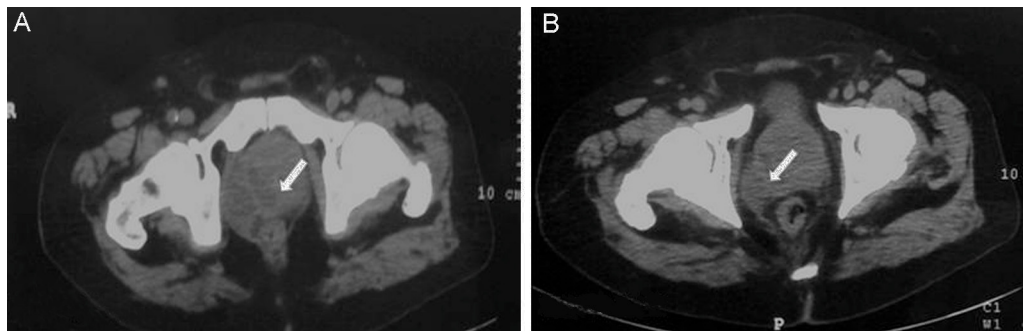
La tomografía axial computarizada muestra un área hipodensa en la región inferior derecha de la próstata asociada a una colección líquida que se extiende hacia la fosa isquiorrectal de $4,3 \times 3,8 \times 4$ cm.
